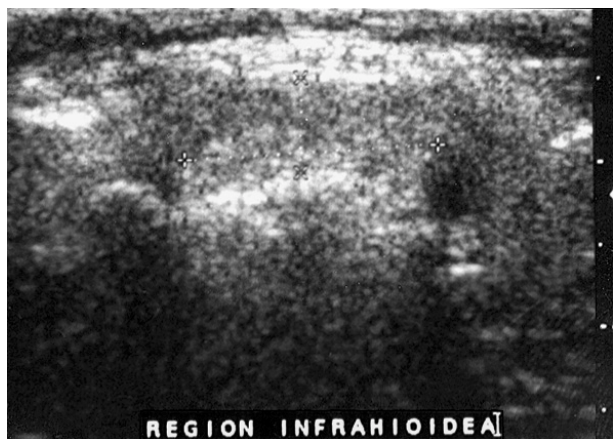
Ecografía cervical. Nótese la ausencia de la glándula tiroidea en su celda.
